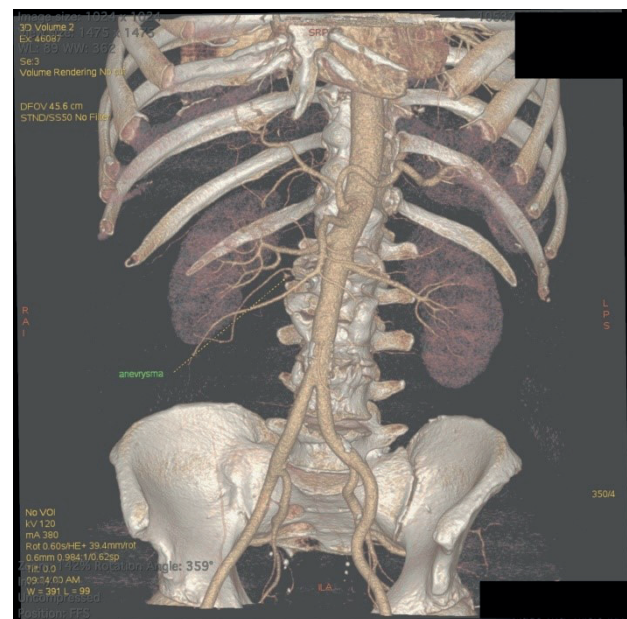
3D-реконструкция. МСКТ-ангиография брюшной аорты и ее ветвей.
